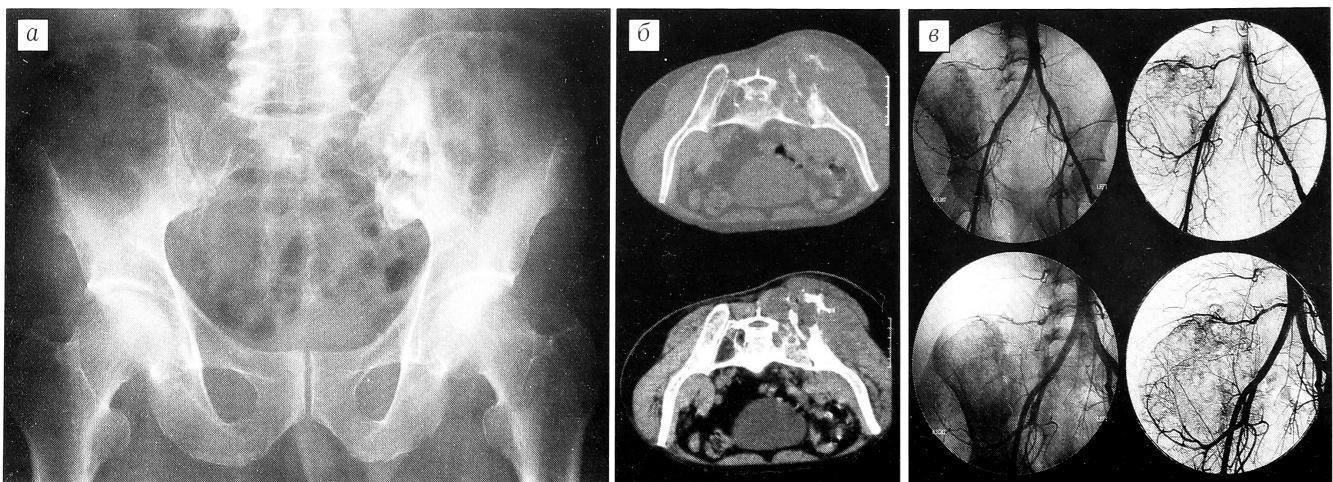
Рентгенограмма (а), компьютерная томограмма (б) и ангиограмма (в) больного П. Хондросаркома таза.
